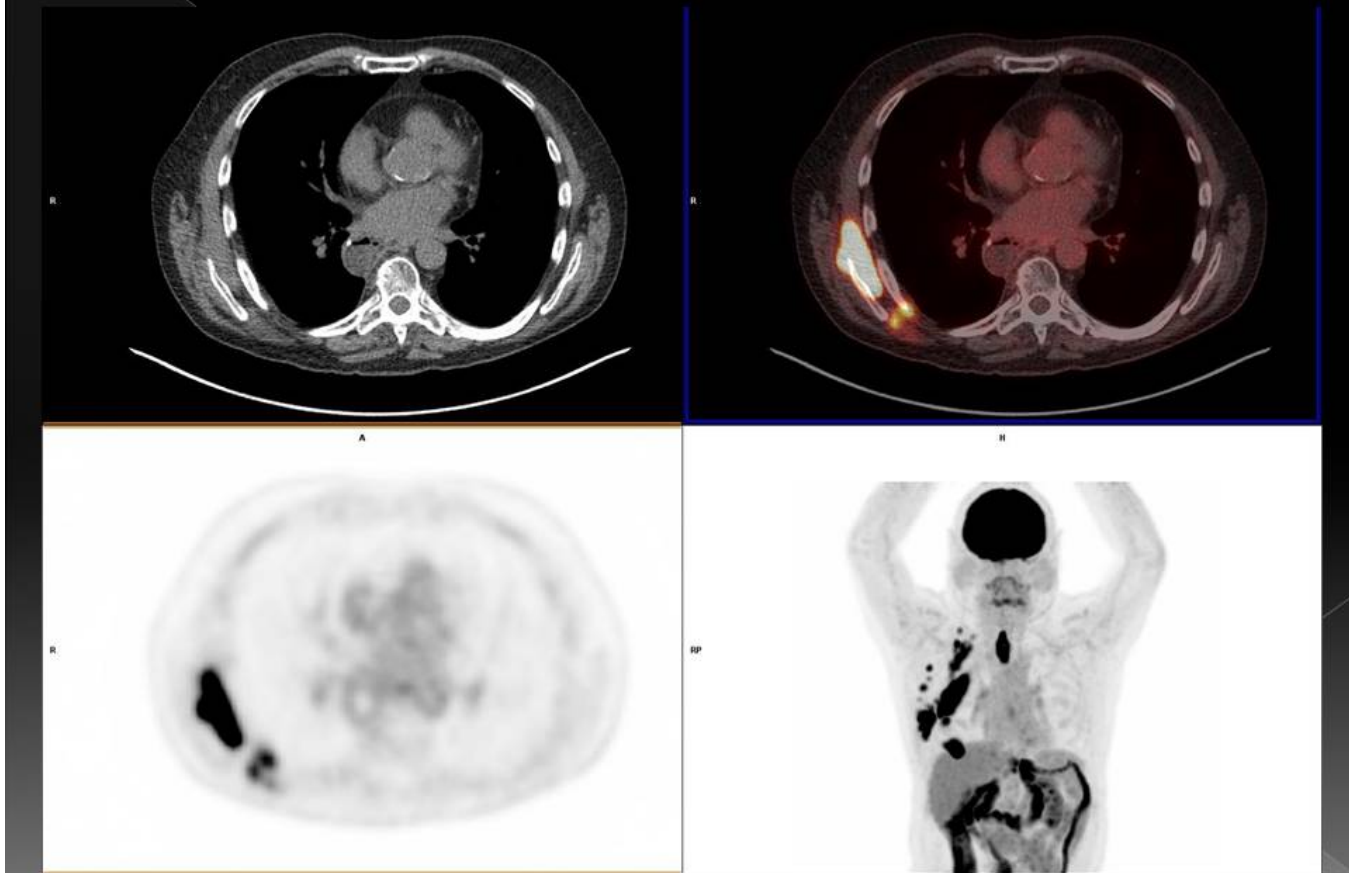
PET/TC que muestra recidiva de Ca de esófago con metástasis musculares en pared torácica derecha.
